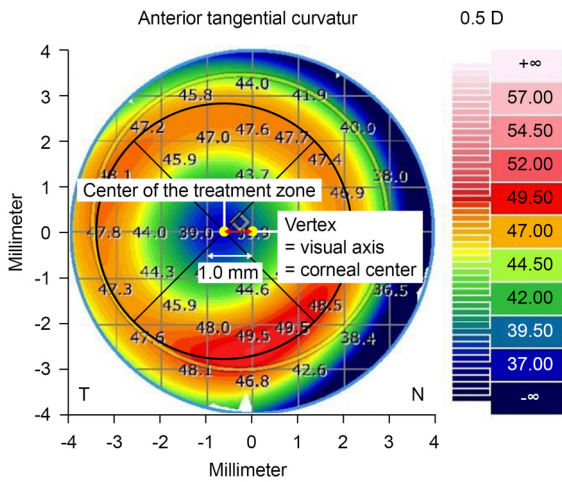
Definition of cornea vertex-centered temporal decentration in the orthokeratologic lens treatment zone, as determined by the anterior tangential curvature map in Anterior anterior segment swept-source optical coherence tomography. The black circle represents the designated fitting zone. The left yellow circle indicates the center of the treatment zone, while the right yellow circle lies on the same vertical meridian as the corneal vertex which means visual axis. The distance between the corneal vertex and the center of the treatment zone, depicted by a bidirectional red line, is defined as the temporal decentration distance. D = diopters.
